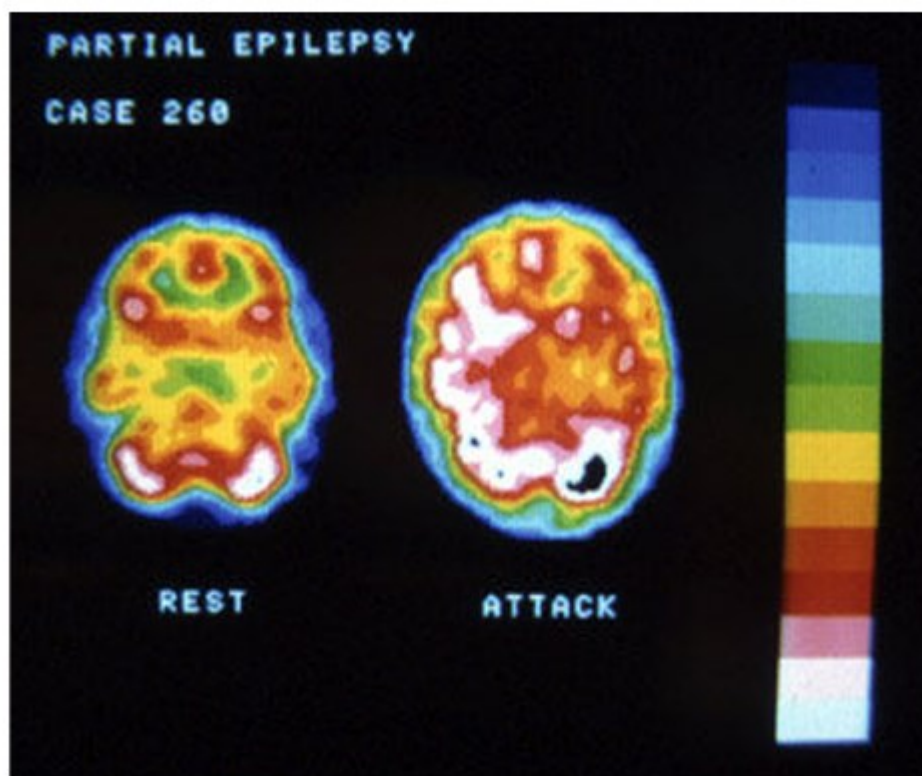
ripresa mediante SPECT di un paziente in fase riposo (rest) e in fase di attacco epilettico (attack). Si noti come a tutti gli effetti si riesca a osservare una maggiore intensità dell'attività cerebrale in funzione dell'emissione spettrale del cervello mediante il radiofarmaco (dal colore più scuro che indica poca attività, al più chiaro che invece indica elevata attività).
